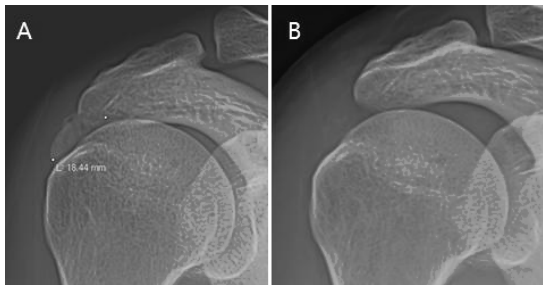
Rt. shoulder X-ray AP view of case 1
